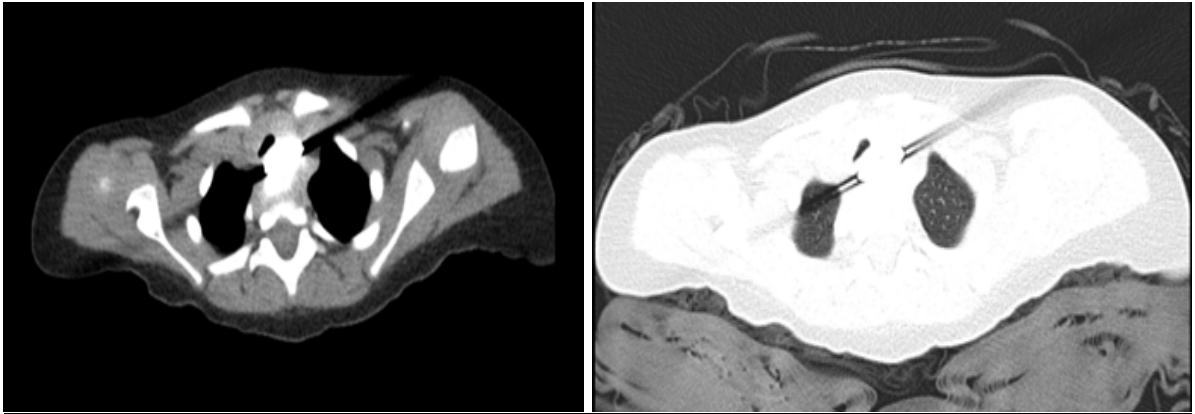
Coupe axiale d'une TDM thoracique montrant un corps étranger de densité métallique (pièce de jouet métallique) au niveau de l'œsophage.
